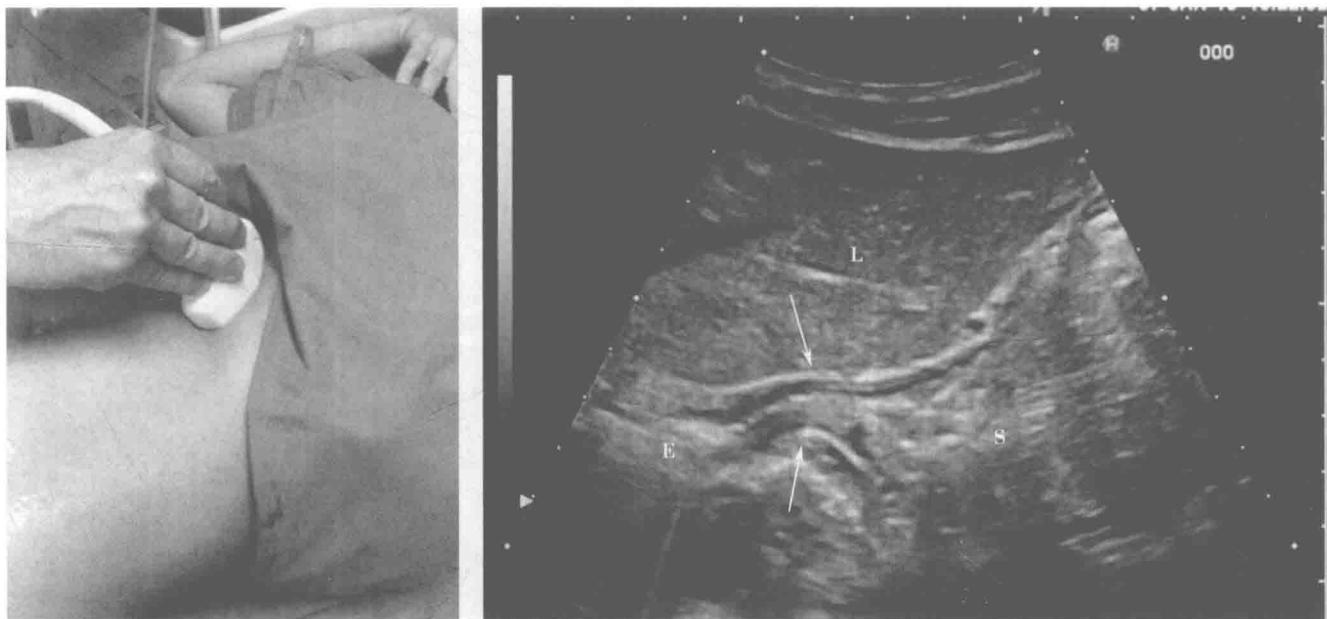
食管末端(E)和贲门(箭)的上升性肋下超声扫查(左图)及相应的图像(右图)。L, 肝; S, 胃底
